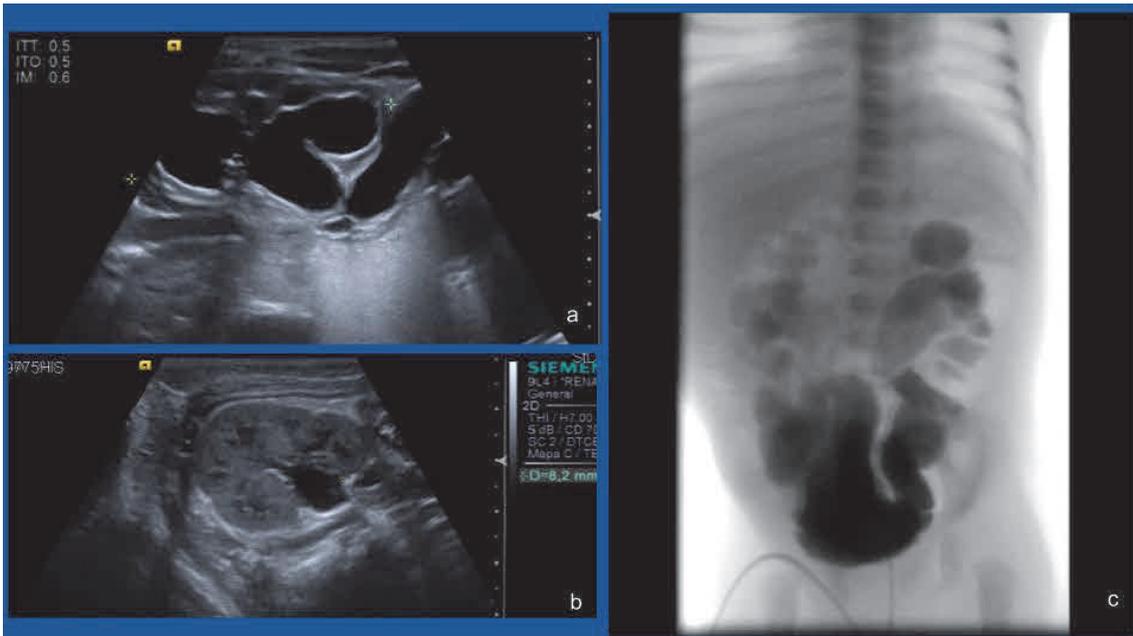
Ureterohidronefrosis bilateral secundaria a RVU. Ecografía renal con corte longitudinal (a) y transversal (b) con ureterohidronefrosis grado III-IV. Se mide el tamaño de la pelvis AP en el plano transversal (b). Causa de la dilatación: RVU grado IV bilateral visualizado en CUMS (c). Fuente: propia.
